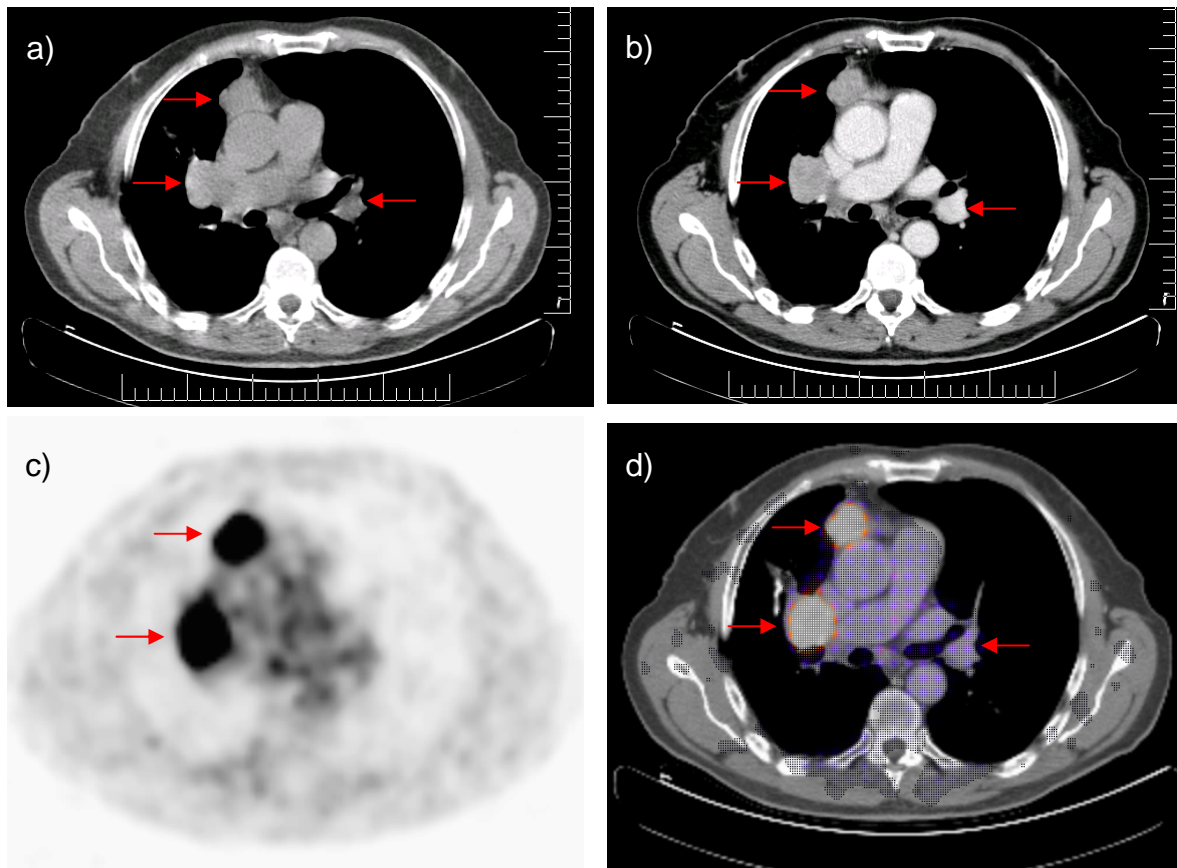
Falsch-positiver Lymphknotenbefund in der Nativ-CT, 70-jähriger Patient
